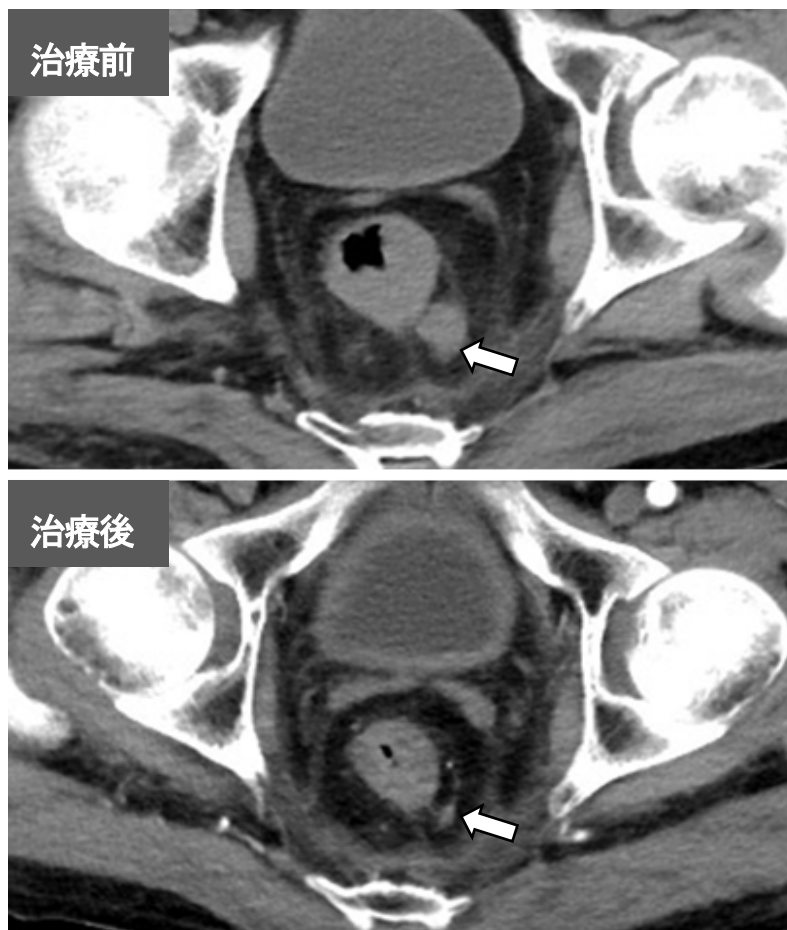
骨盤腔 CT 所見：上が治療前、下が術前化学放射線療法後である。腫瘍と周囲リンパ節の縮小を認め（矢印）、PR の治療効果が得られた。
